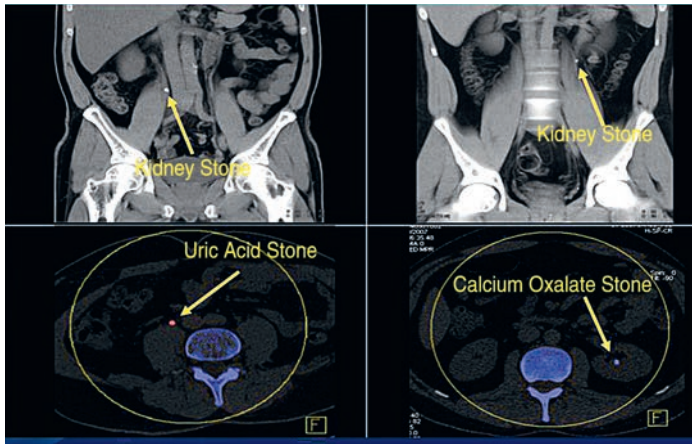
Компьютерная томография почек. Выявление типа камней в почках
